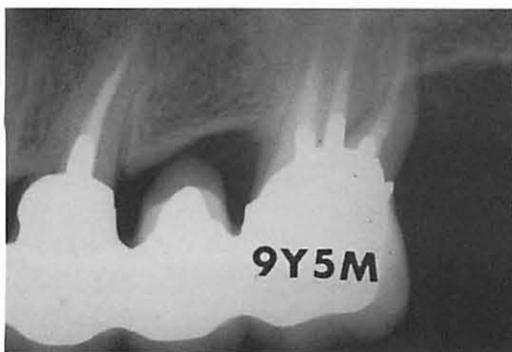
9年5ヶ月後のX線所見。第1大白歯の歯周組織再生がX線的に、初診時に比べ、著明である。
